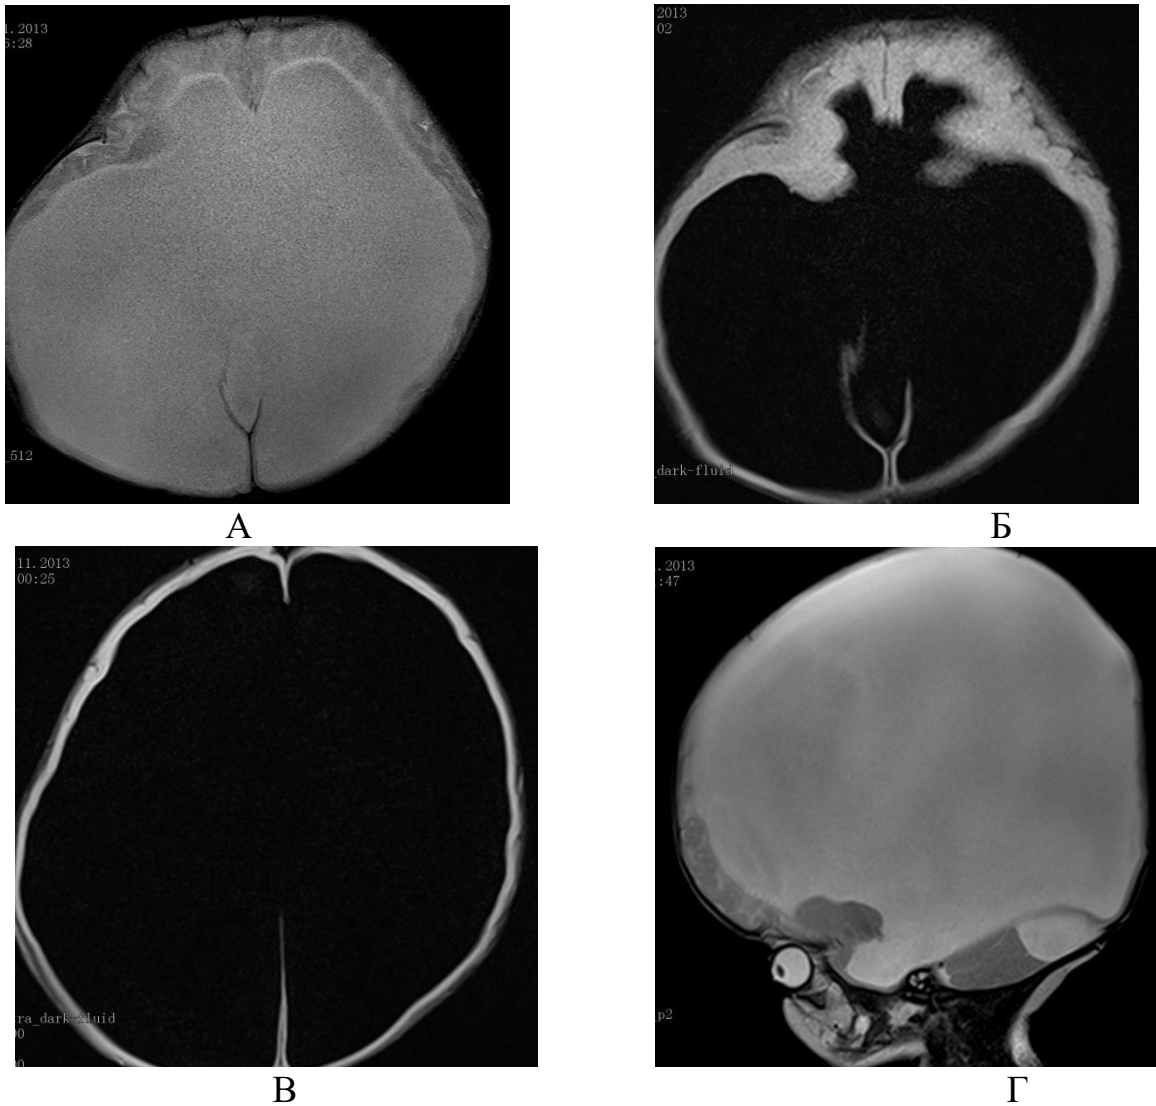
Пациент С., 1 месяц (ИБ №30941 2014 г.). Роды на 32 неделе, при рождении оценка по шкале Апгар 3/4, ИВЛ. Клинический диагноз: СЭ, гидроцефалия, ЗПМР. МРТ: выраженная внутренняя окклюзионная гидроцефалия. А – T2-ВИ Ах; Б, В – FLAIR-ИП Ах. Г – T2-ВИ Sag. Выявлены выражено расширенные боковые желудочки с атрофическими изменениями вещества головного мозга
